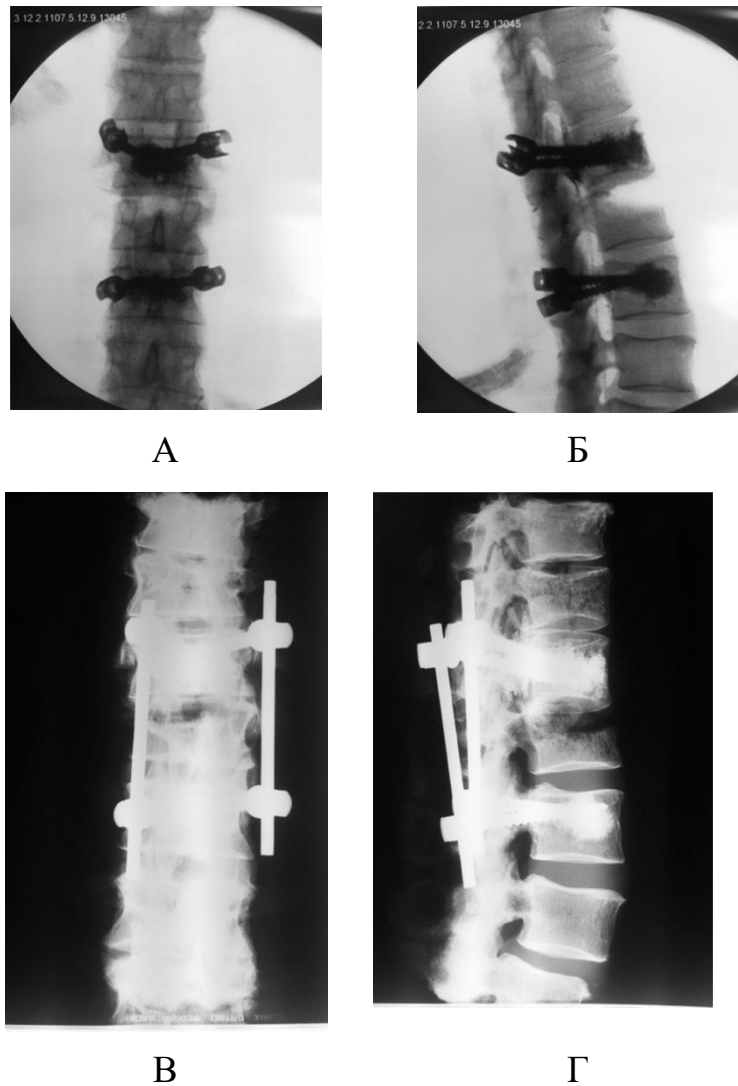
Рентгенограммы блока позвоночных сегментов контрольной группы: А, Б – рентгенограммы блока позвоночных сегментов контрольной группы перед проведением нагрузочного тестирования. Цементная имплантация винтов в Th<sub>12</sub> и L<sub>2</sub>, резецирована краниальная часть тела L<sub>1</sub> с вышележащим диском. В, Г – рентгенограммы того же блока позвоночных сегментов контрольной группы после проведения нагрузочного тестирования. Диагностирован перелом тела Th<sub>11</sub> в виде потери вертикального размера тела и наличия линий перелома в боковой проекции (г) и снижения вертикального размера тела позвонка по левой стороне в прямой проекции (в)
